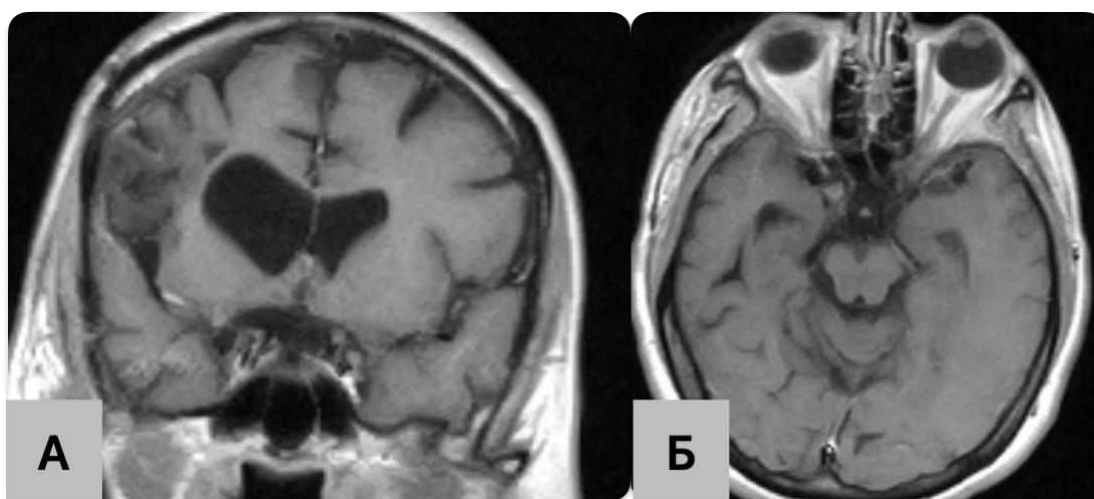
МРТ головного мозку з контрастним підсиленням, виконане за 6 місяців після хірургічного втручання. А – фронтальна проекція, Б – аксіальна проекція.
